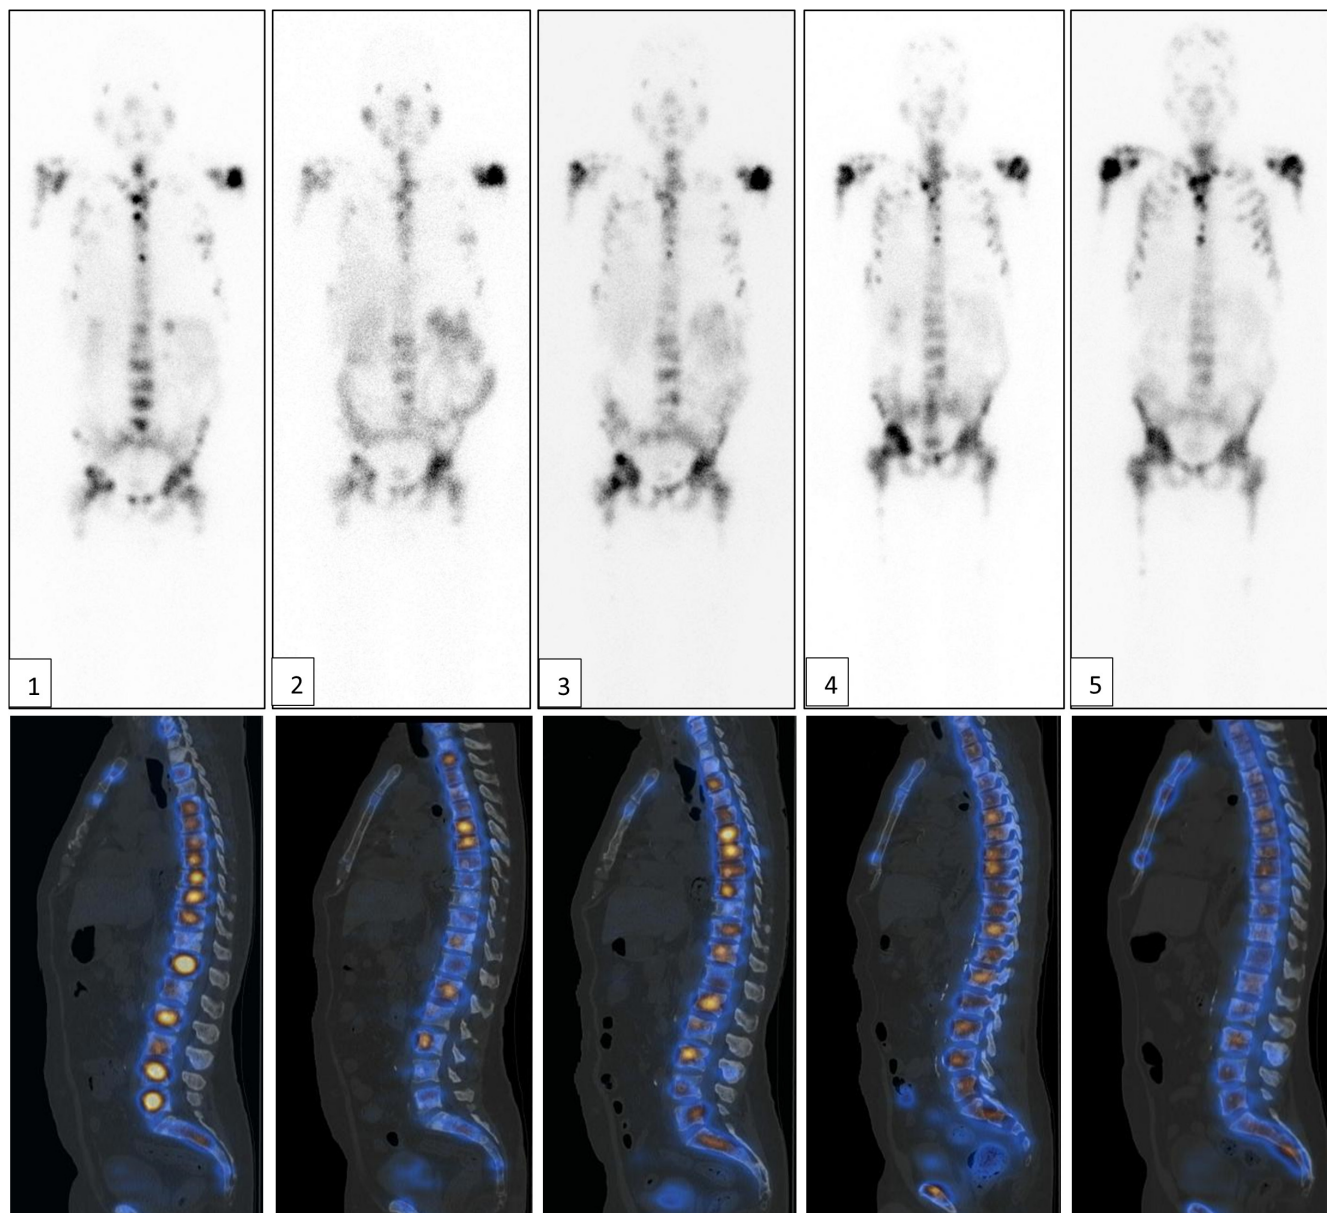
Последовательные радионуклидные изображения пациента С. с метастатическим кастрационно-резистентным раком предстательной железы, выполненные через 48 часов после введения терапевтической активности ^{177}Lu -ПСМА-617 в каждую из 5 последовательных фракций курса радионуклидной терапии. Цифры соответствуют номеру фракции. Верхний ряд – планарная сцинтиграфия в режиме всего тела, передняя проекция. Нижний ряд – соответственно гибридные ОФЭКТ/КТ срезы в сагиттальной плоскости
